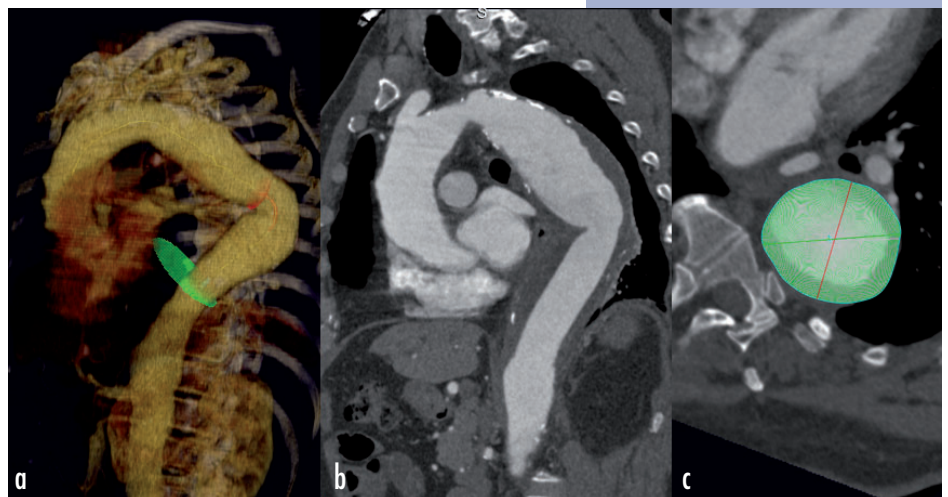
a) Centerline-Messung einer 3D-CT-Untersuchung bei CEAD, b) Durchmesser-Bestimmung im 90-Grad-Winkel zur Centerline (rote bzw. grüne Linie)
